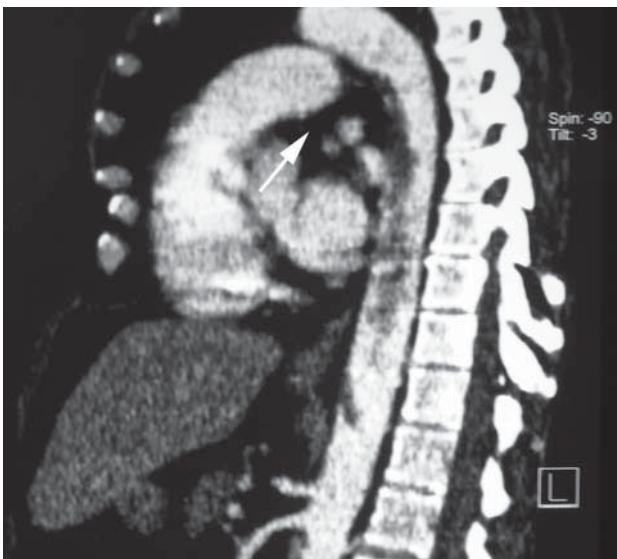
Corte sagital de la tomografía computarizada torácica tras contraste con imagen de trombo a nivel de aorta descendente torácica alta (flecha), con extensión hasta nivel infradiaphragmático de aorta.
